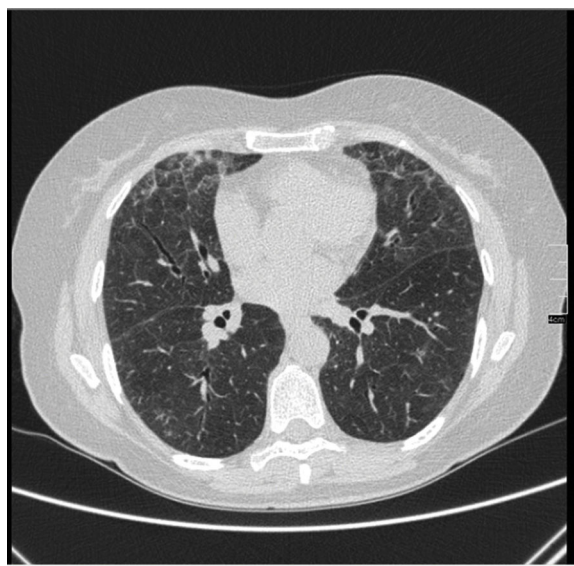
Tomografía computarizada de alta resolución. Corte axial a nivel de bases pulmonares. Se observa patrón de vidrio deslustrado que corresponde a neumonía aguda/subaguda. No se observan áreas de fibrosis ni distorsión de la arquitectura pulmonar.
